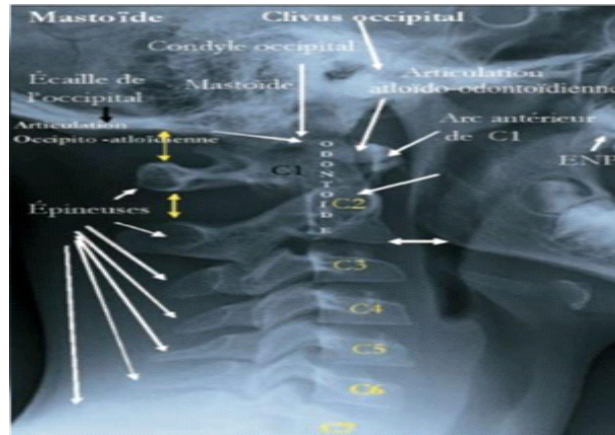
les vertèbres cervicales sur une radiographie de profil
